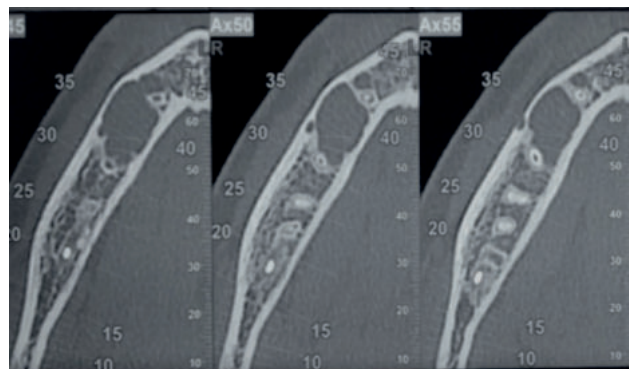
Corte axial CBCT mandibular.
